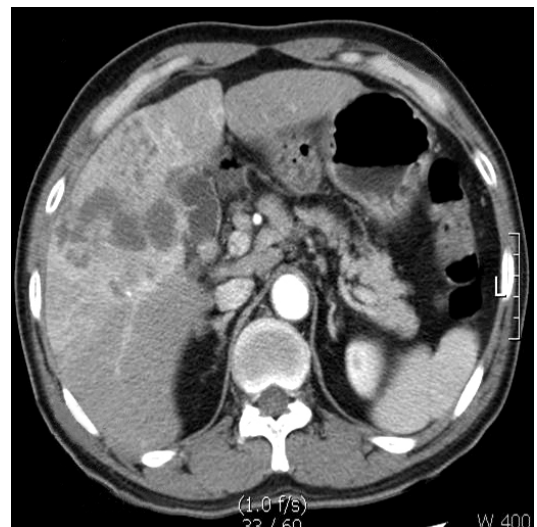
Follow-up abdominal CT. Previously noted large hepatic mass at segment 5 and 8 was further enlarged. Multiple reactive lymphadenopathy at hepatoduodenal ligament, portocaval space, and upper paraaortic space were seen.
